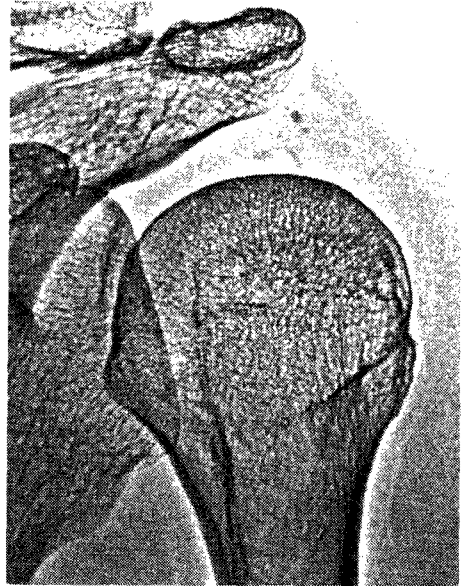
Xerorradiografia do mesmo ombro do mesmo doente onde se aprecia um «pico-tado» cálcico de periartrite.
